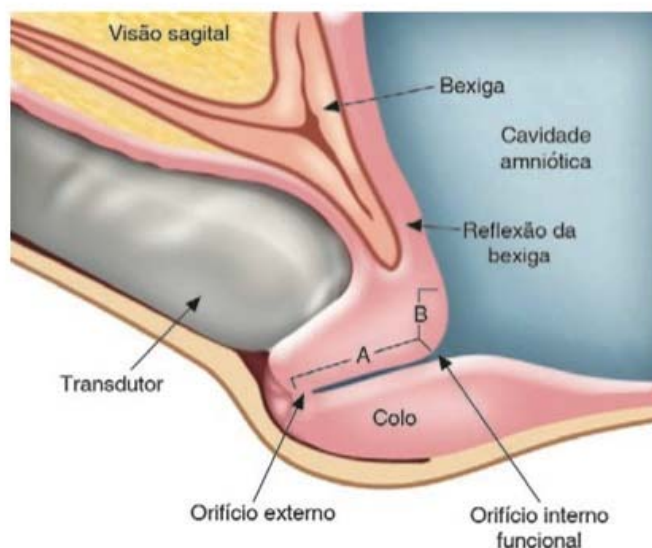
■ Medida do comprimento do colo pela ultrassonografia transvaginal (UST). Já existe certo grau de afunilamento. (Adaptada de Williams; Iams, 2004 – *op. cit.*)
